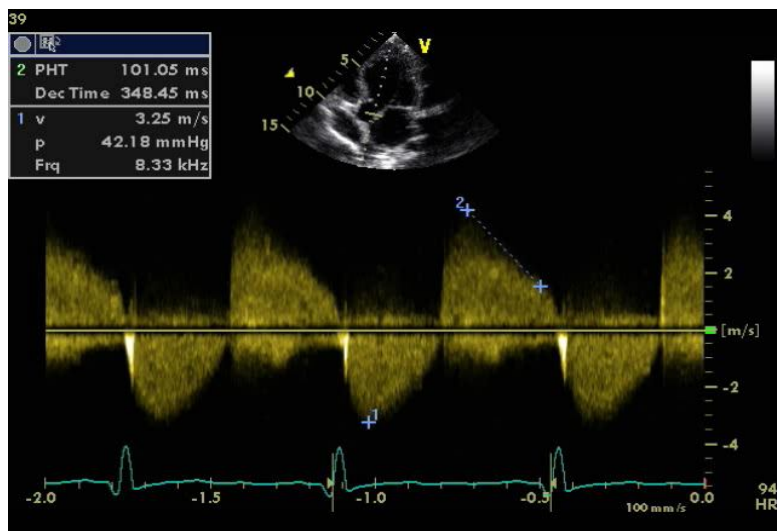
Doppler continu en coupe apicale 5cavités : PHT=102ms signe de fuite sévère, flux aortique=3,2m/s
